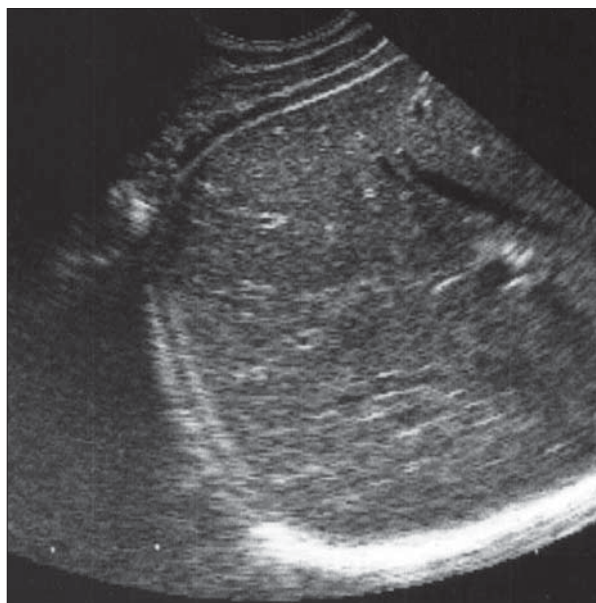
Ecografie. Diafragm. Aspect normal.
